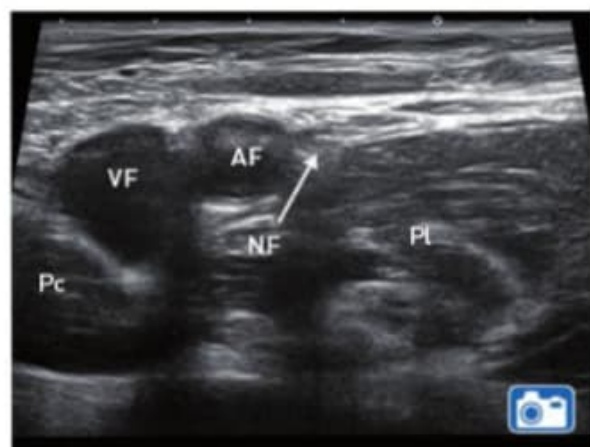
Ecografía transversal de los vasos femorales y sus relaciones anatómicas. NF: nervio femoral; PI: psoas ilíaco; AF: arteria femoral; VF: vena femoral; Pc: pectíneo.
